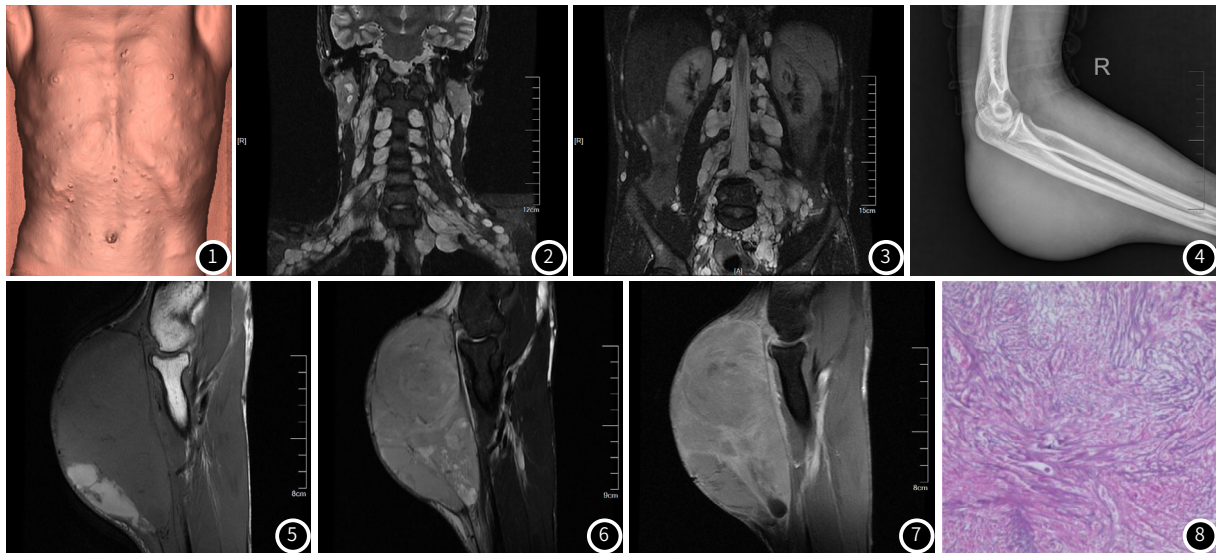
I型神经纤维瘤病胸腹部CT容积重建(CTVR)图像。胸腹部皮肤多发结节。
